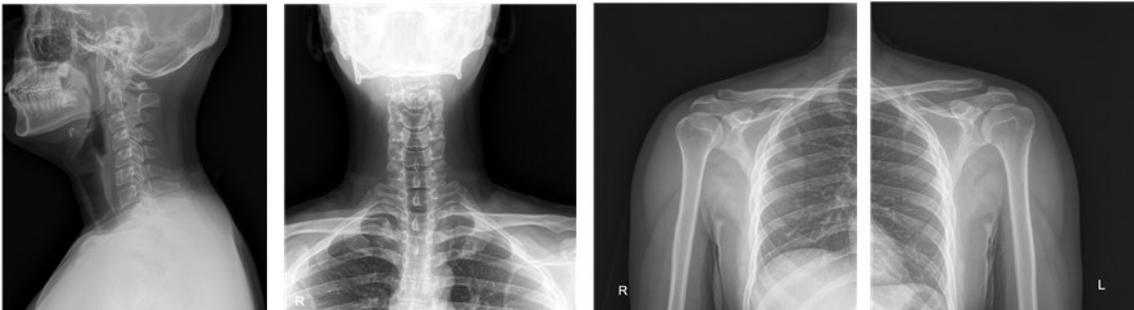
Cervical spine, both shoulder x-ray images of case 2 patient on before treatment.
